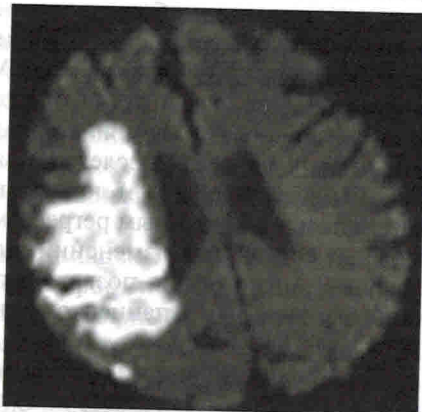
Диффузионная МРТ.
